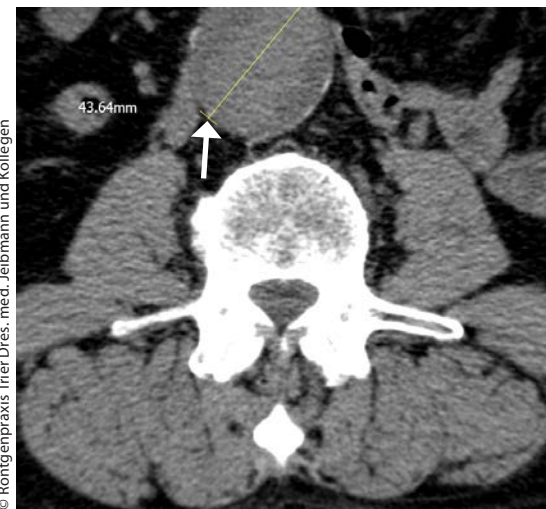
CT. Pfeil: Außendurchmesser abdominales Aortenaneurysma
